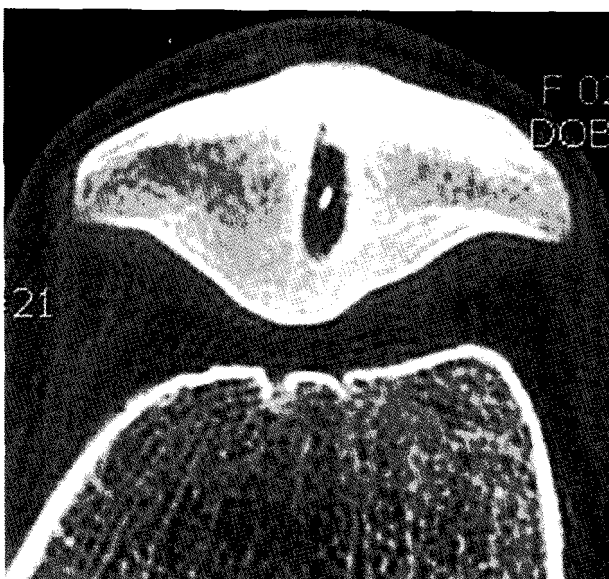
Computed tomogram shows a circumscribed radiolucent defect in the patella.
